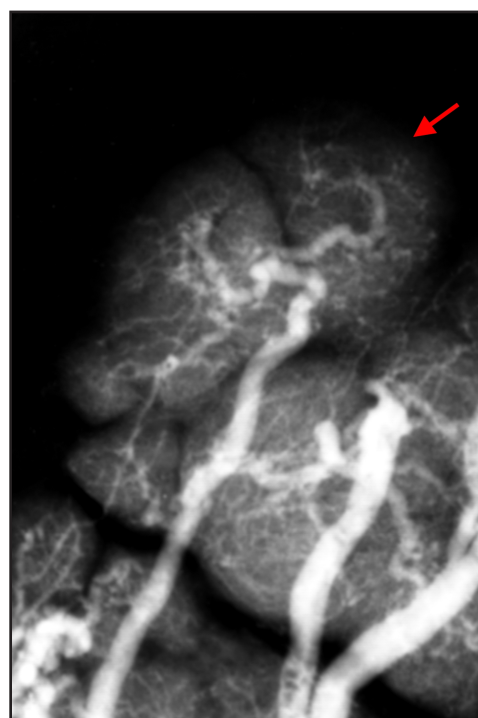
Фрагмент рентгенофлебограммы краевой части плаценты. Снижение четкости визуализации кровеносных сосудов котиледона (стрелка). Женщина с обострением ЦМВИ. ХСПН. Контрастирование: свинцовый сурик на олифе (1:3).
